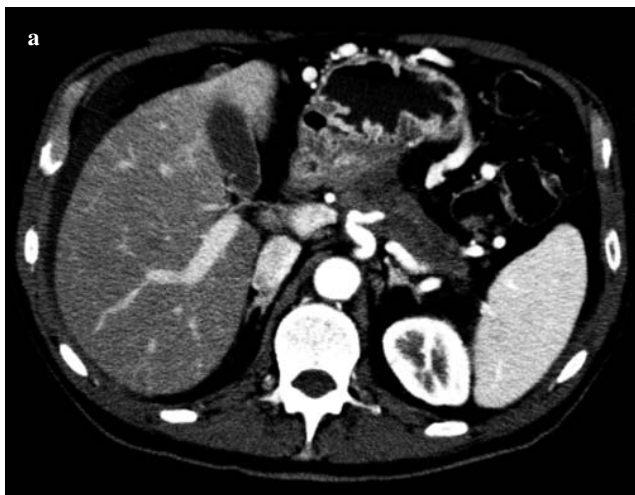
A 73-year-old man with unresectable adenocarcinoma of the pancreatic body and evidence of coeliac trunk infiltration with concordant CT and magnetic resonance (MR) imaging results (patient 17, Table 2). a Axial CT image obtained in the portal phase after intravenous administration of contrast agent shows a large and irregular lesion originating from the anterior border of the pancreatic body with vascular infiltration of the celiac trunk, which appears proximally dilated and tortuous and indistinguishable from the antral-pyloric region. b Axial T1-weighted MR fat-saturated sequence obtained in the portal phase after administration of paramagnetic contrast agent shows similar findings to the CT study.
